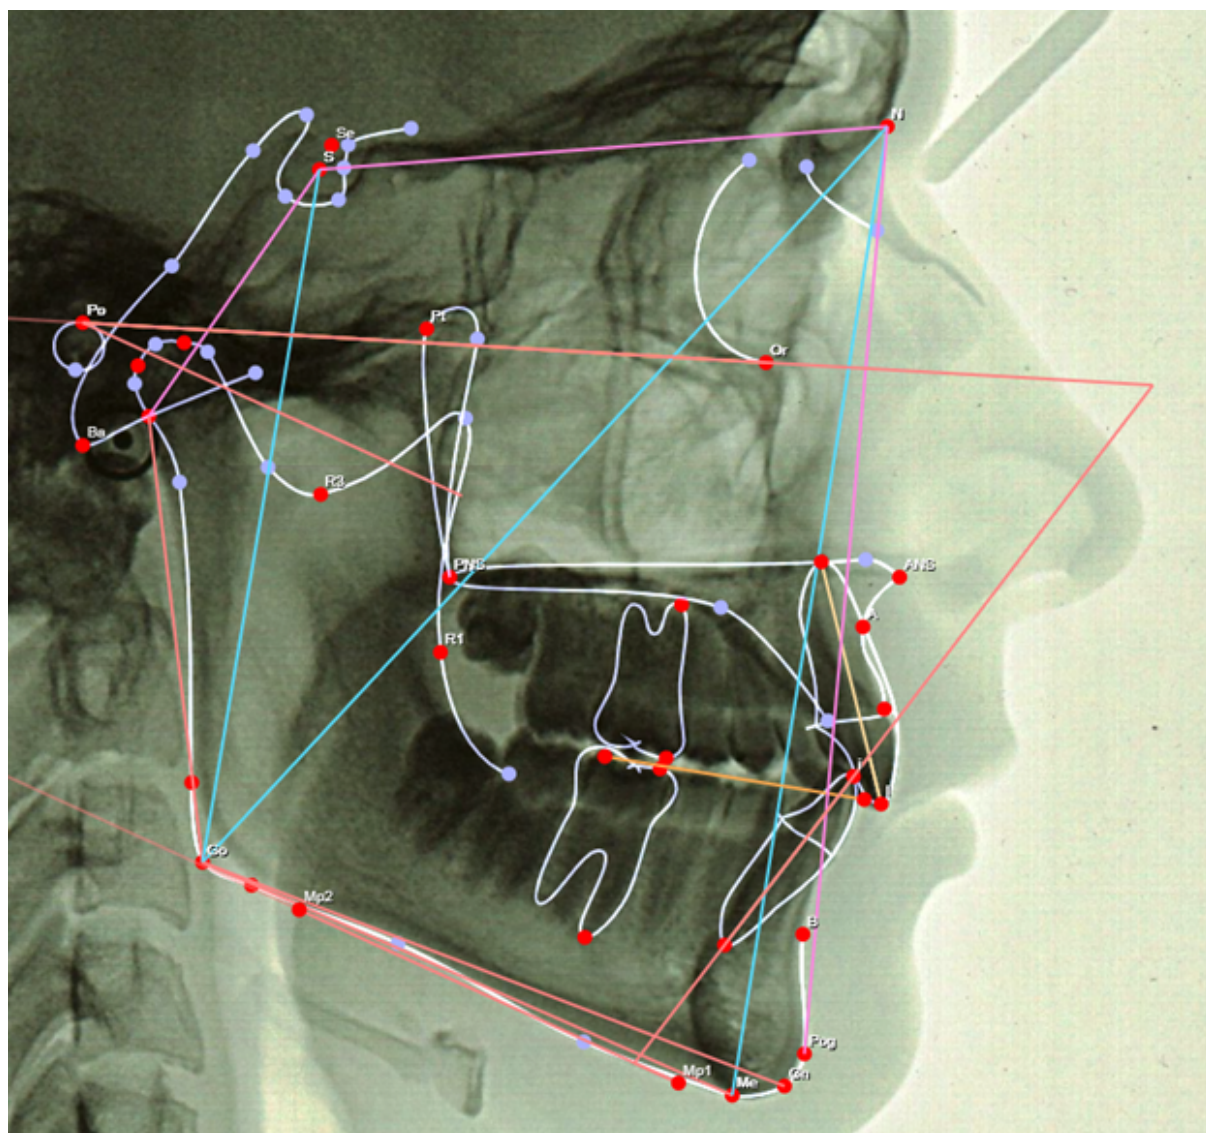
Боковая телерентгенограмма (юноша 19 лет). Основные краниометрические параметры: длина переднего основания черепа по Bjork (S-N), длина верхней челюсти (A1-PNS), длина тела нижней челюсти (Go-Gn), длина тела нижней челюсти по Jarabac (Go-Me), передняя высота лица (N-Me), задняя высота лица (S-Go), угол нижней челюсти ($\angle Ar-Go-Me$), верхний челюстной угол ($\angle N-Go-Ar$), нижний челюстной угол ($\angle N-Go-Me$).
